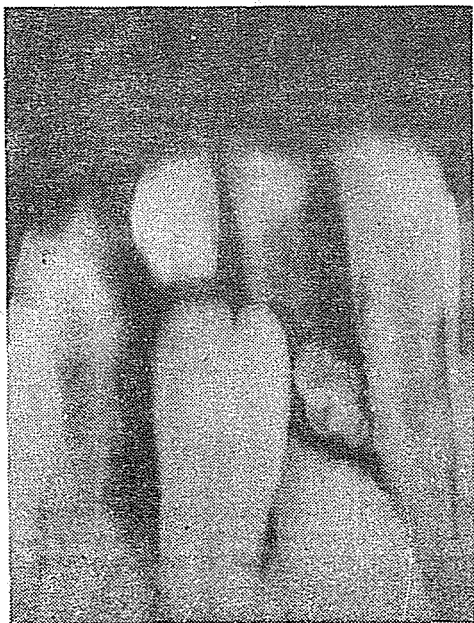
Radiografía periapical donde se aprecia un Odontoma y el incisivo central permanente en retención intraósea.
